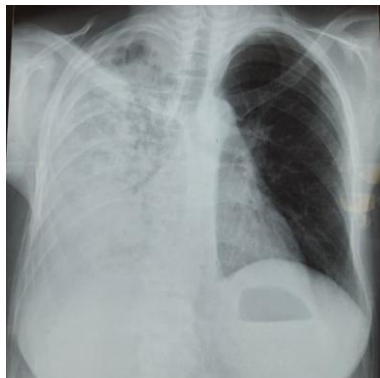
Radiographie thoracique de face objectivant une opacité de type alvéolaire de tout l'hémithorax droit
